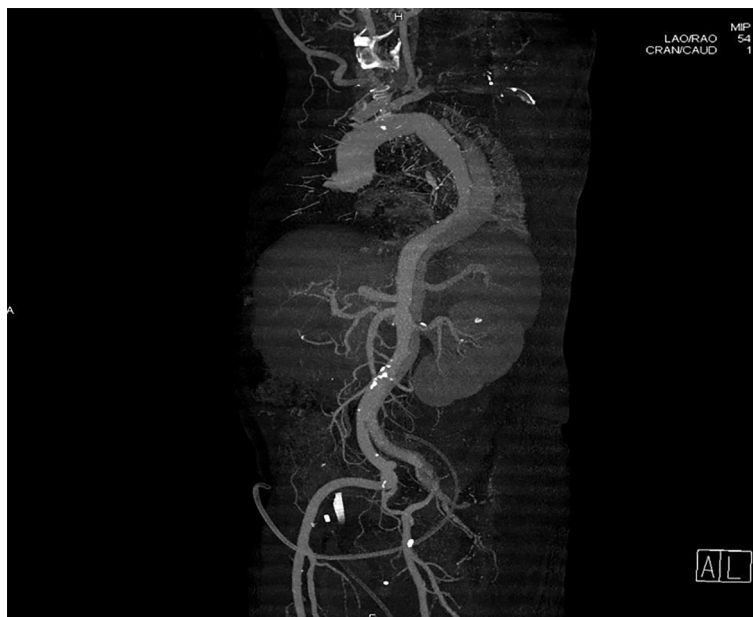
CT data on the dissection of the thoracic and abdominal aorta
